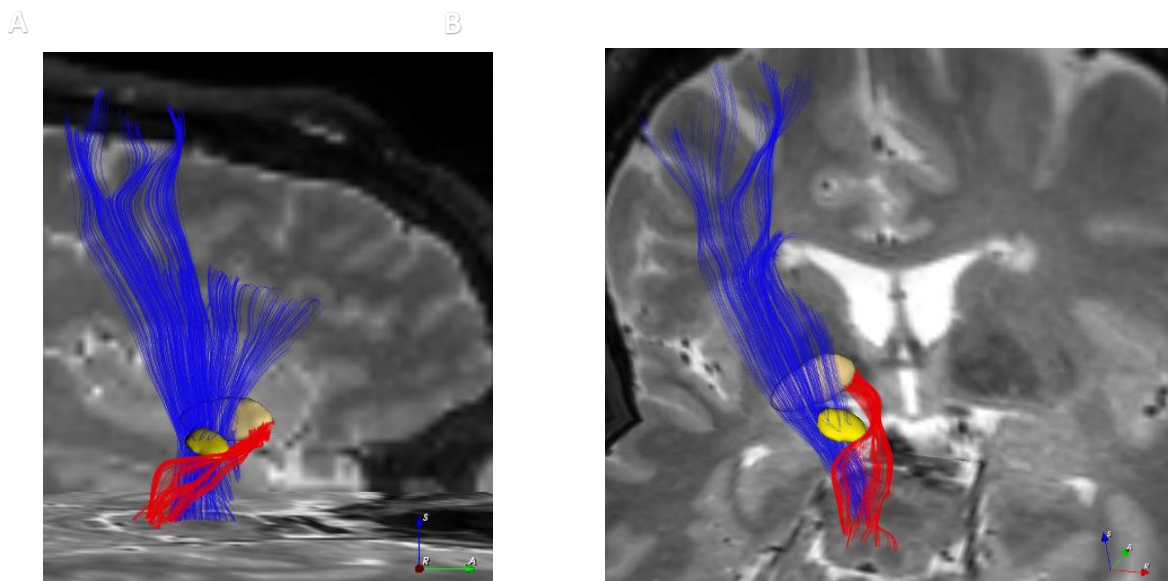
Reconstrucción 3D de las conexiones con la resonancia en Slicer 3D. A: Visión lateral. B: Visión céfalo caudal oblicuada.
